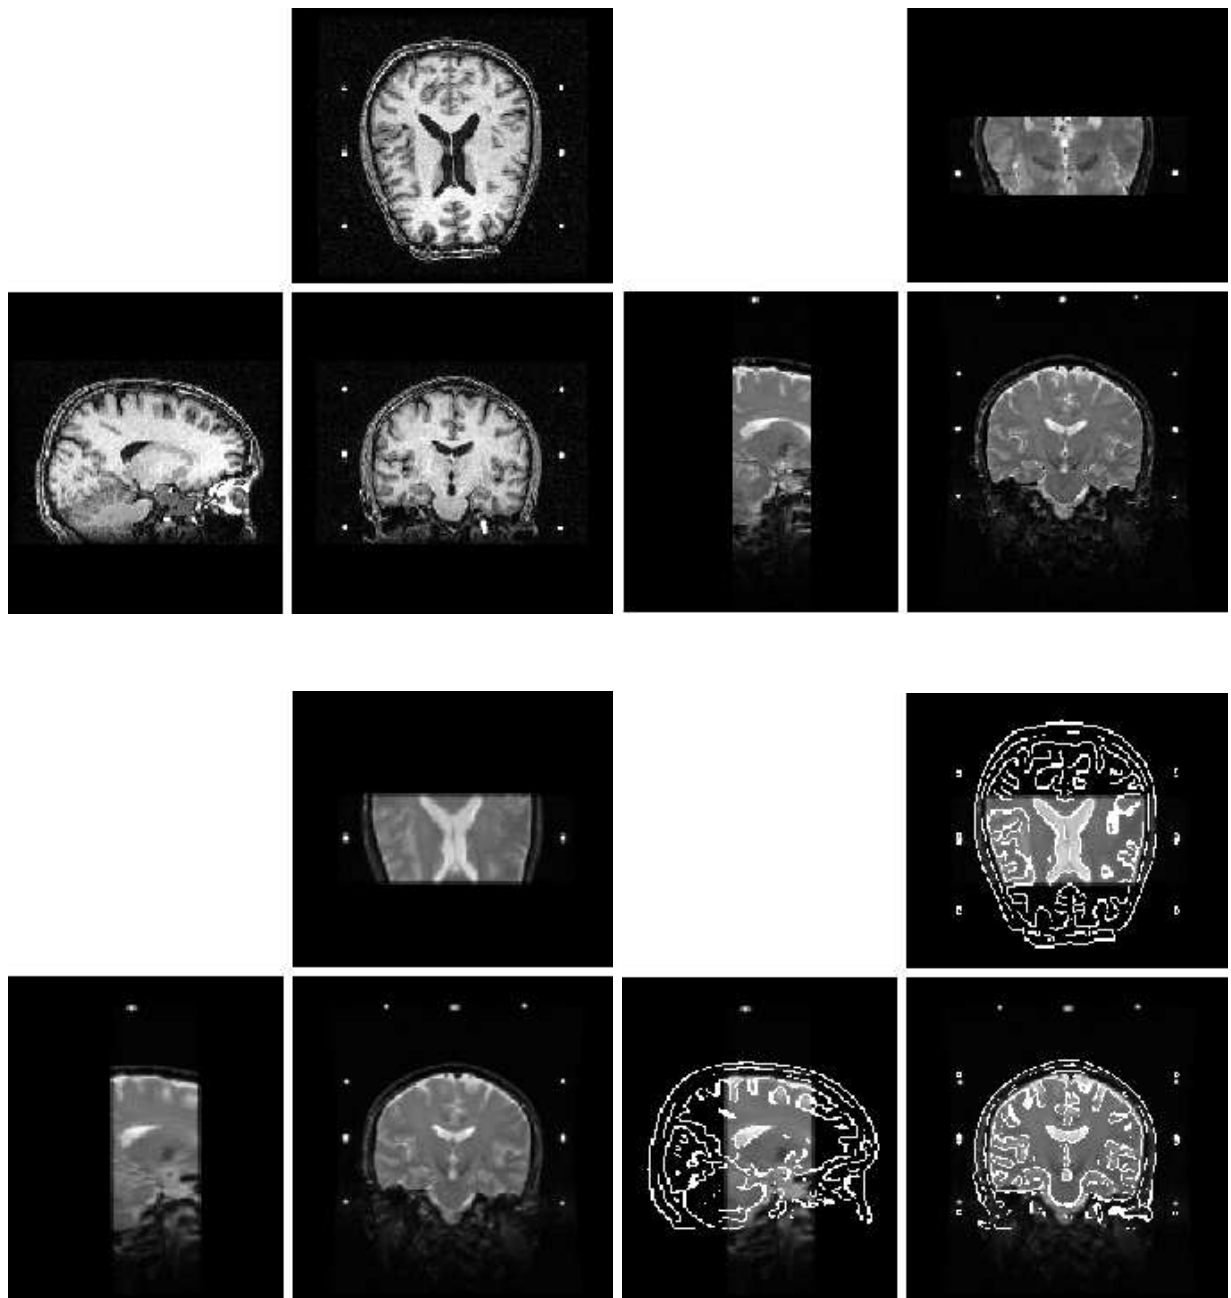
En haut à gauche : acquisition IRM pondérée en T1 en condition stéréotaxique ; en haut à droite : acquisition IRM pondérée en T2 en condition stéréotaxique, rééchantillonnée dans la géométrie de l'image IRM pondérée en T1. En bas à gauche : recalage de l'image IRM pondérée en T2 ; en bas à droite : recalage de l'image IRM pondérée en T2, avec superposition des contours de l'image IRM pondérée en T1.*
